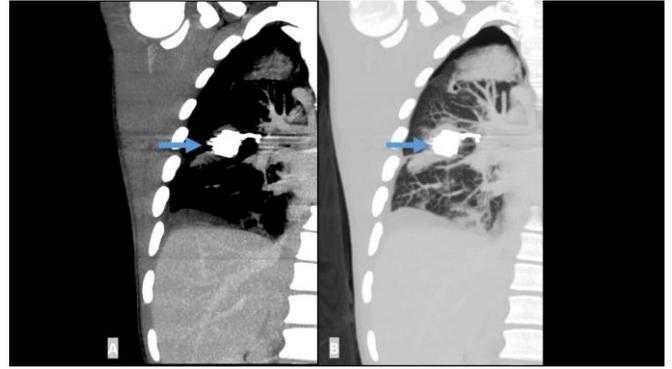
Tomografia contrastada de controle pós-embolização em seções coronais com reformatação de MPR nas janelas mediastinais e pulmonares (4A e 4B, respectivamente). Observa-se o preenchimento completo do pseudoaneurisma por material de embolização e ramo de enchimento arterial (seta).
